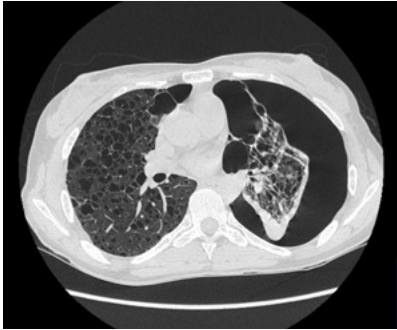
TC de tórax que evidencia neumotórax izquierdo secundario a linfangioleiomiomatosis
